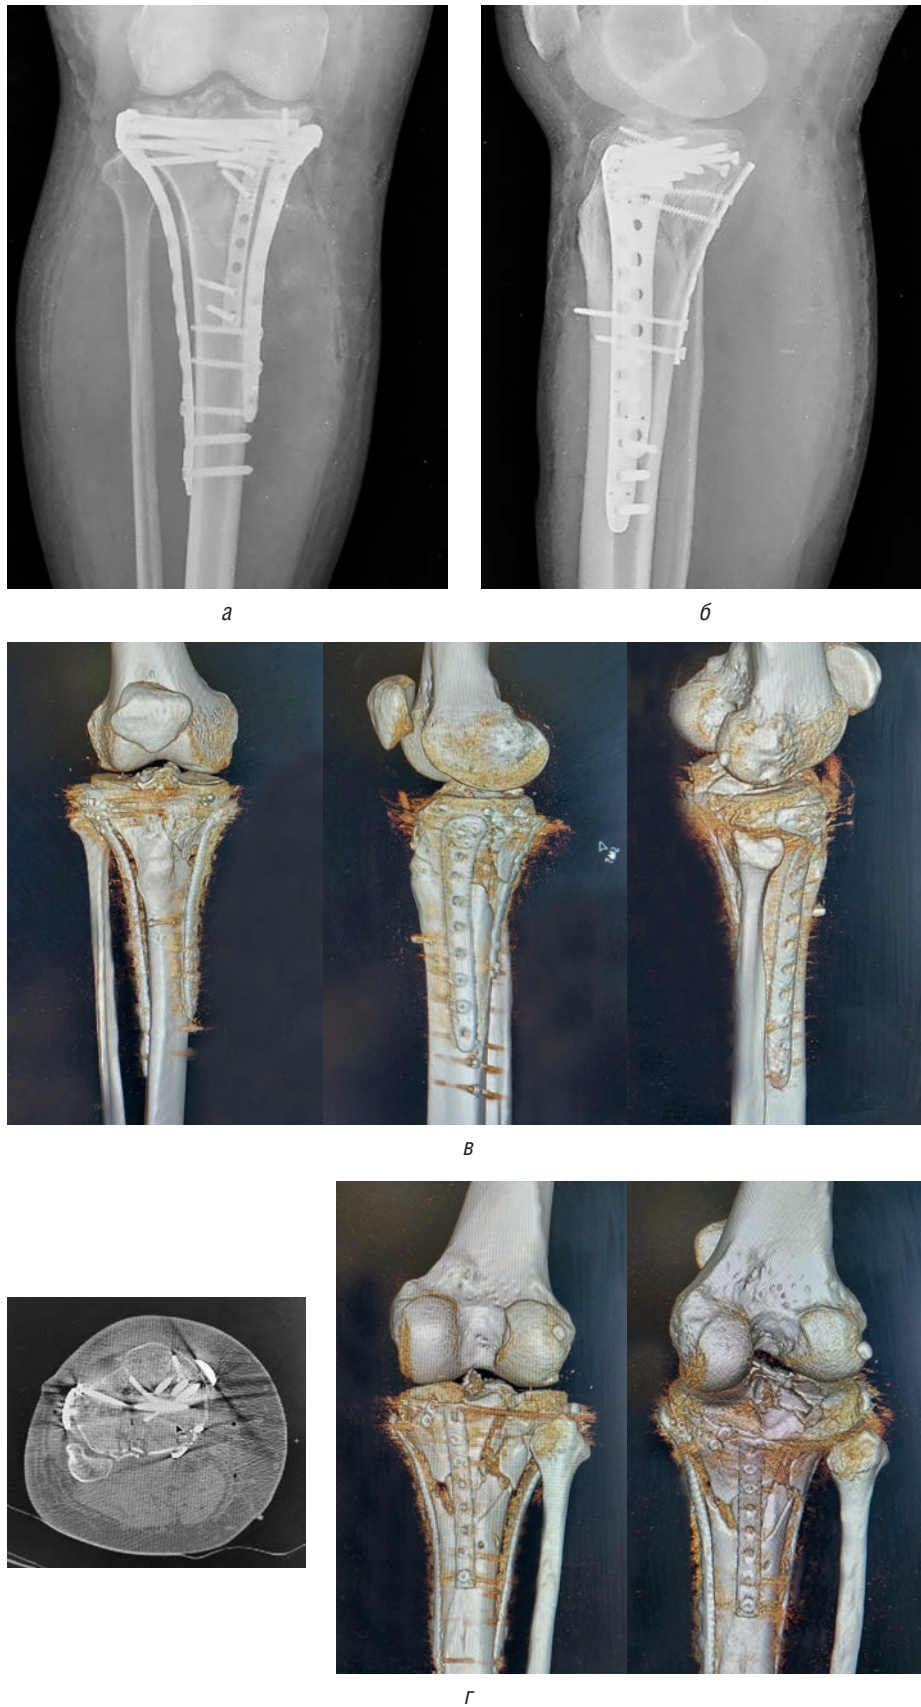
Контрольные послеоперационные рентгенограммы в прямой и боковой проекциях (а, б), 3D КТ-изображение: в — вид спереди, с медиальной и латеральной сторон; г — аксиальный срез и вид сзади
